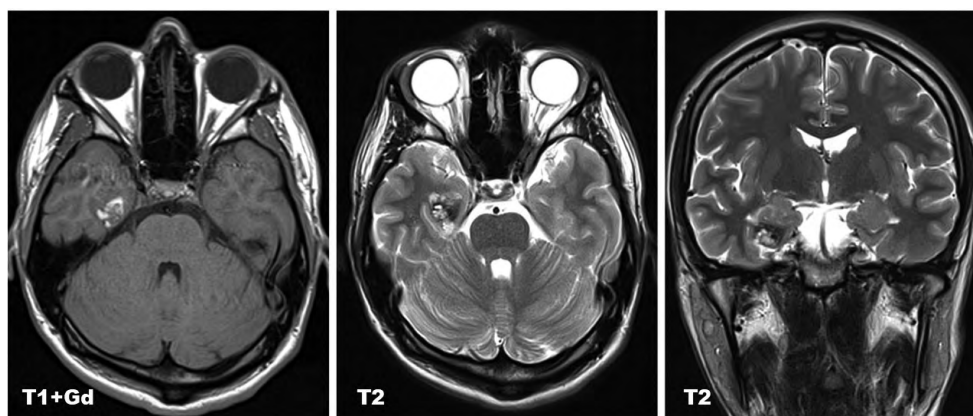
Клинический случай № 1, исходные данные МРТ в режимах T1 с применением контраста (T1+Gd) и T2: характерные признаки каверномы медиальных отделов правой височной доли головного мозга. Источник: составлено автором
